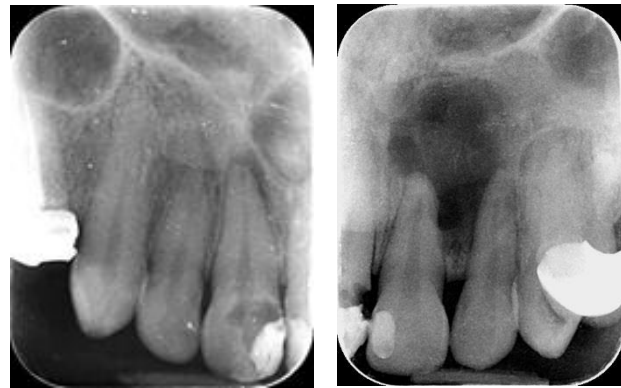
Radiografía inicial que muestra una zona radiolúcida establecida entre los dientes 21 y 22 de aproximadamente 20 x 15 mm, además de una zona radiolúcida localizada en el periápice del
